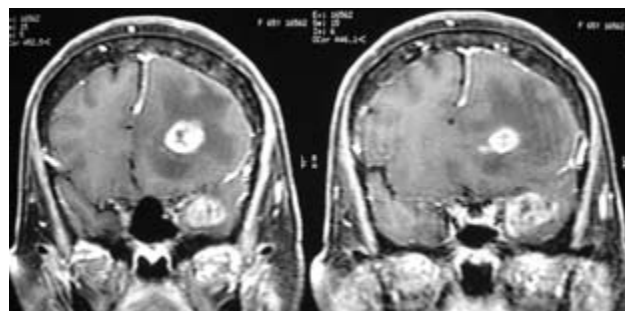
RM en la que se aprecian ambas lesiones que refuerzan con gadolinio, además de importante edema perilesional.
